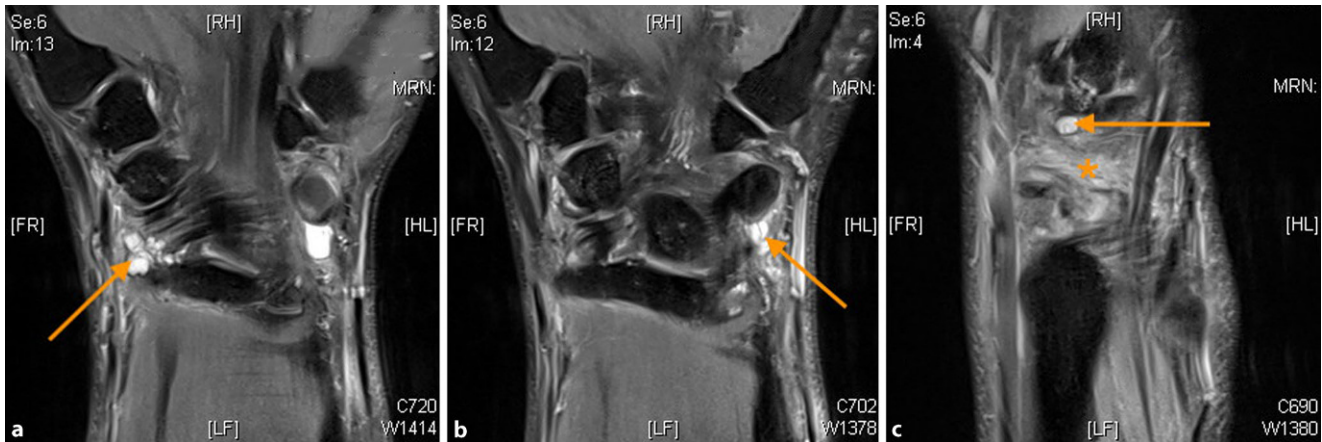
▲ a Magnetresonanztomographische Darstellung einer posterioren mediokarpalen Instabilität, Partialruptur der radiokarpalen Bänder mit posttraumatischer Ganglionbildung (Pfeil). b Ulnopalmar: Darstellung der Partialruptur der ulnocarpalen Bänder (Pfeil). c Das dorsale interkarpale Band zeigt eine Auflockerung durch die Einblutung und als Zeichen einer Partialruptur (Asteriskus) ein posttraumatisches Ganglion (Pfeil)
